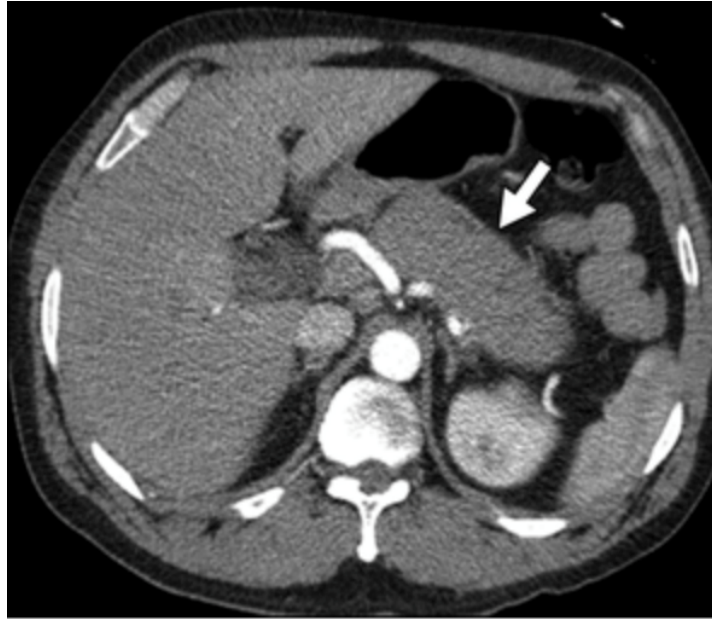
Les images de TDM en phase artérielle, avec contraste montrant un élargissement diffus du pancréas (flèches) et une perte d'architecture lobulaire, ce qui confère au pancréas une apparence «en forme de saucisse». [52]
